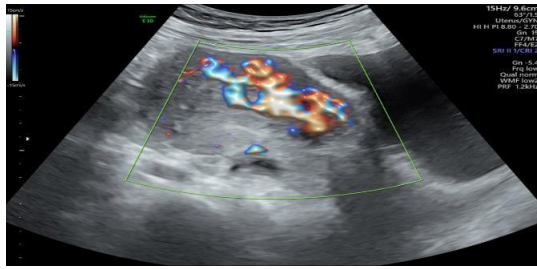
Aplicación de Doppler color sobre el hallazgo miometrial.
